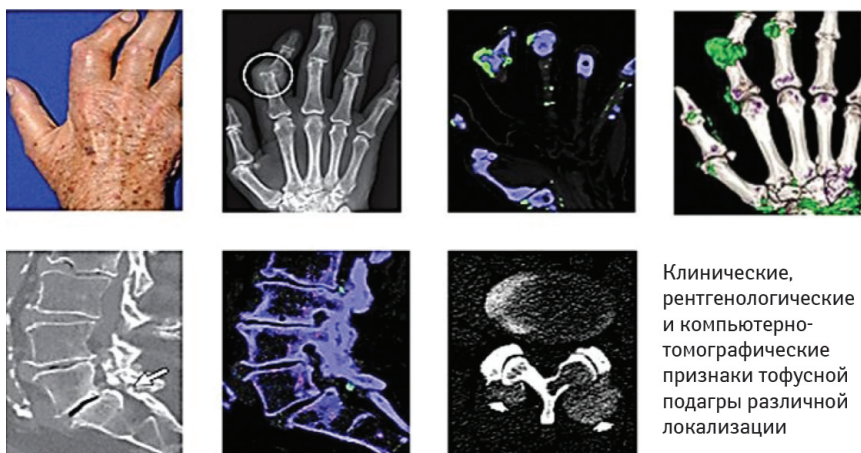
Диагностические возможности компьютерной томографии при суставном синдроме
